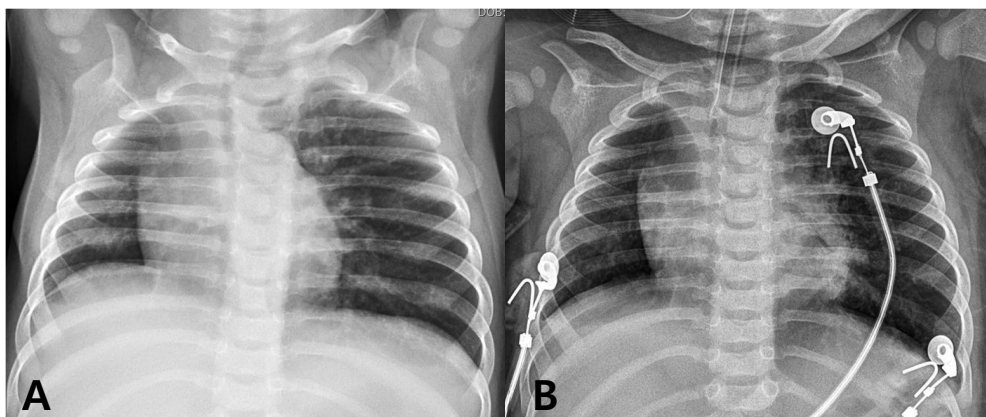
(A) Chest X-ray before admission shows the disparity of inspiration between left and right lungs. (B) Chest X-ray at admission day shows hyperinflation in both lungs and haziness in left lung.
